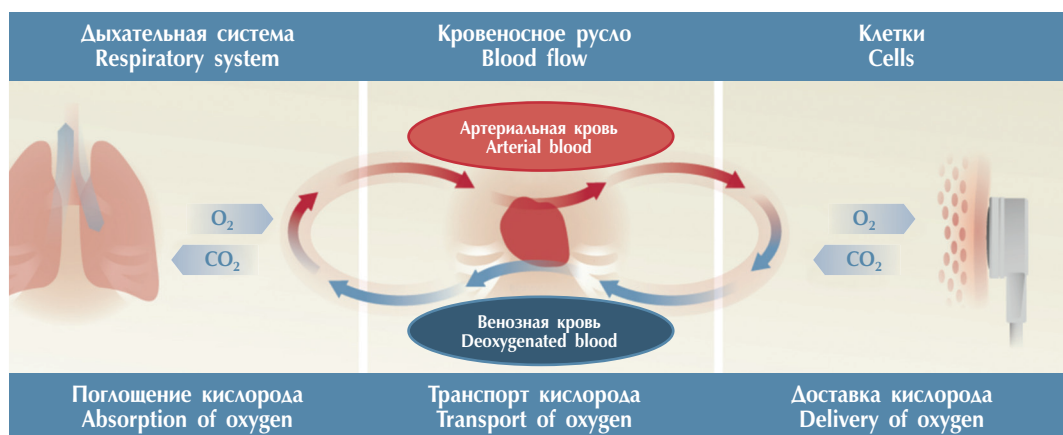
Принцип определения перфузии кислорода кожей  $t_{cp}O_2$  транскутанным монитором Radiometer (адаптировано с [www.radiometer.ru](http://www.radiometer.ru))
